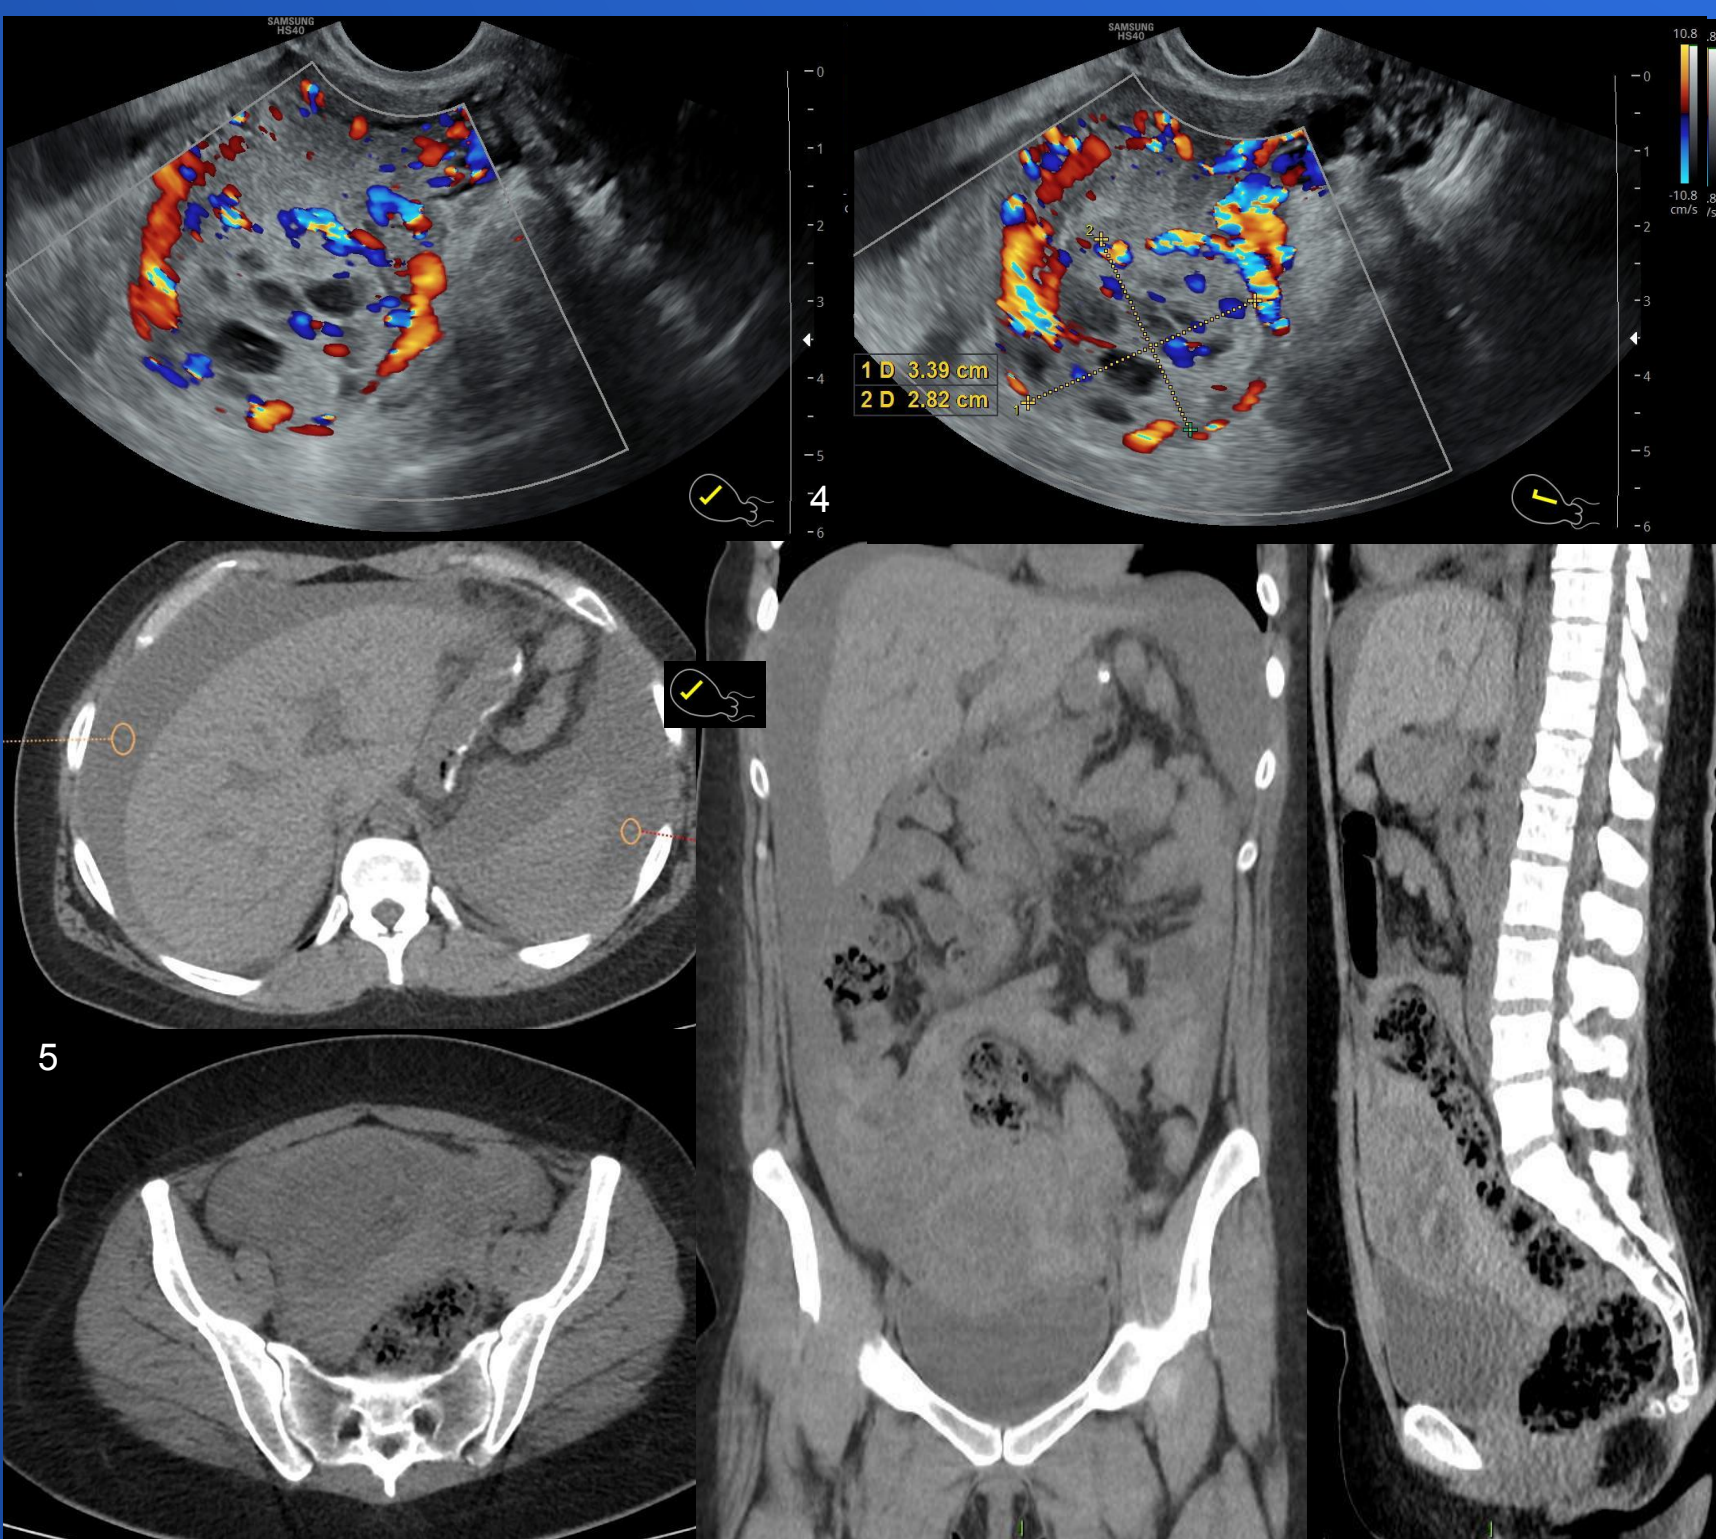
US endocavitaria: A nivel de la pared posterior y fundal, inmediatamente por detrás de la cavidad endometrial, se observa imagen nodular intraparietal, heterogénea, con áreas quísticas en su interior, que presenta intenso flujo vascular al examen con Doppler color, con IR de 0.43
